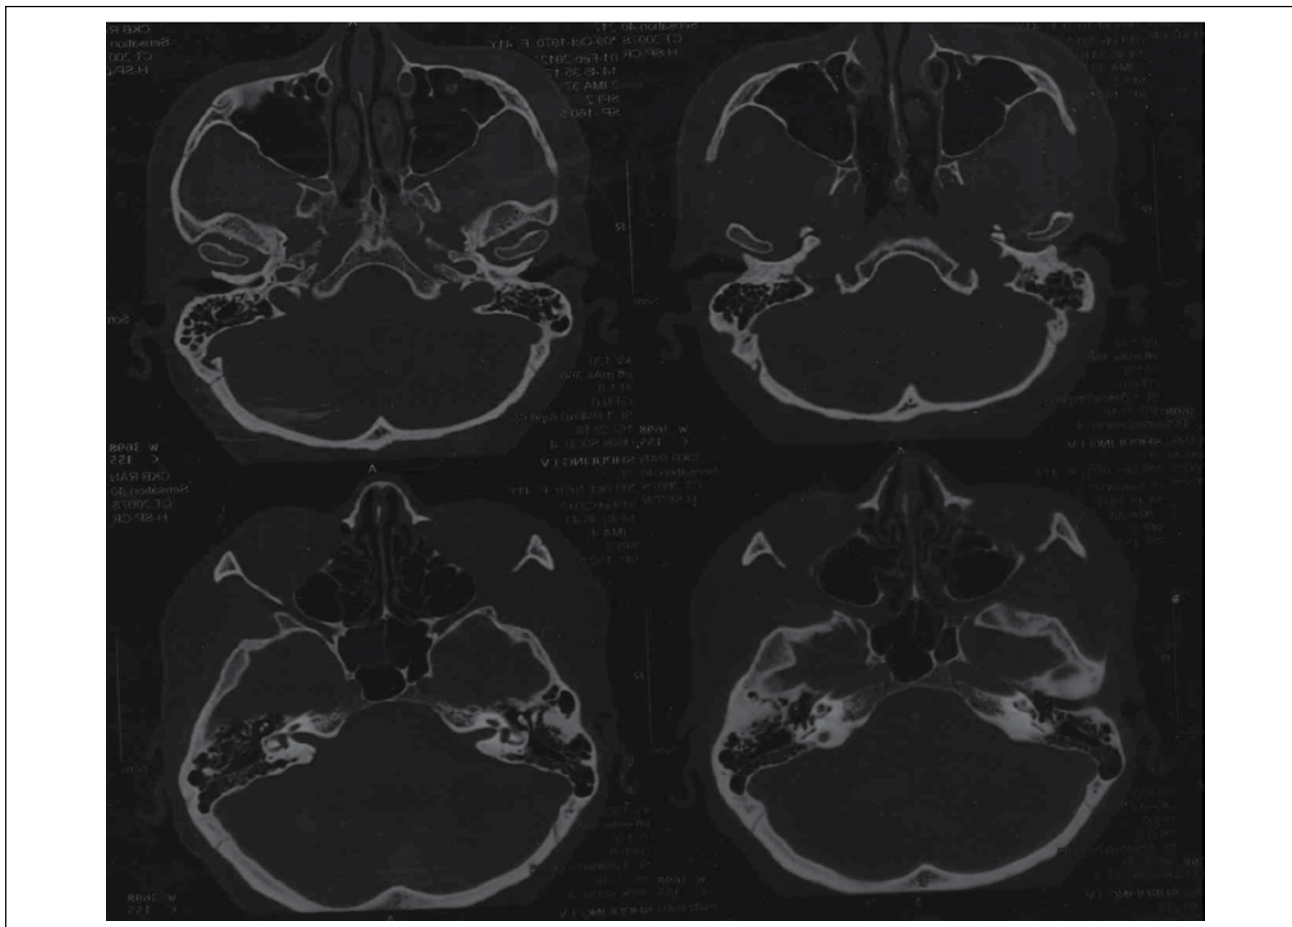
Больная Ш., 43 года, КТ височных костей: определяется снижение пневматизации сосцевидного отростка в области верхушки и в области перипантральных клеток
